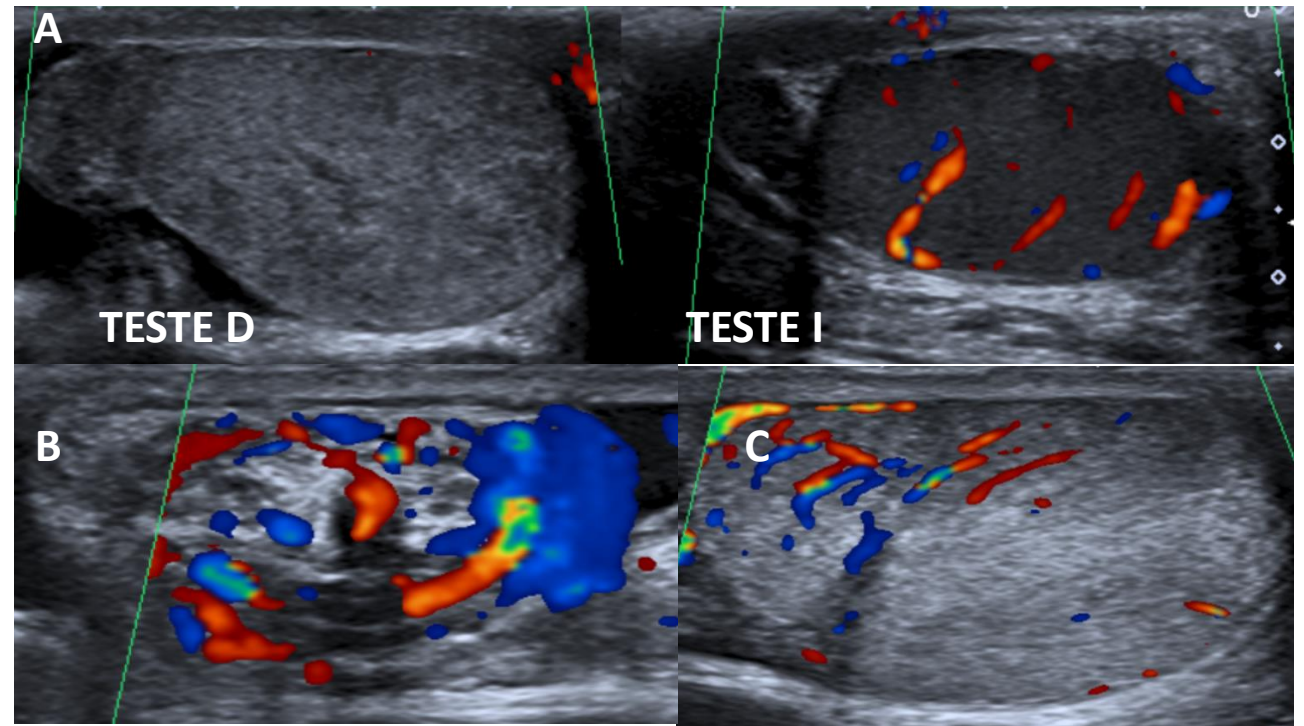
Paciente con dolor escrotal agudo. Imagen A: Modo Doppler: al inicio de la exploración, imagen comparativa: teste derecho heterogéneo y globuloso, completamente avascular respecto al contralateral. Imagen B: Modo Doppler: estructura tubular con giro "en remolino" compatible con torsión del cordón espermático. Imagen C: Modo Doppler: al final de la exploración, revascularización progresiva hasta apreciar hiperaflujo.
